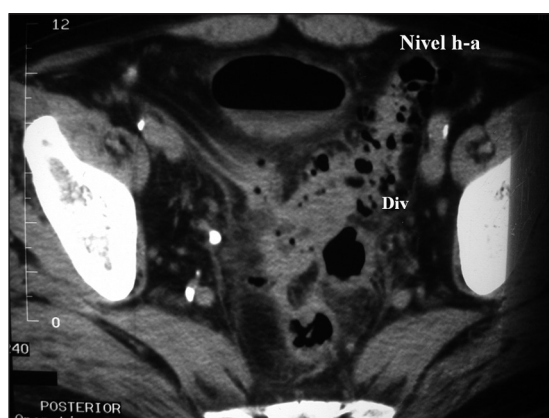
TAC muestra nivel hidroaéreo en la vejiga, engrosamiento de la pared del colon sigmoidees y las formaciones diverticulares.
